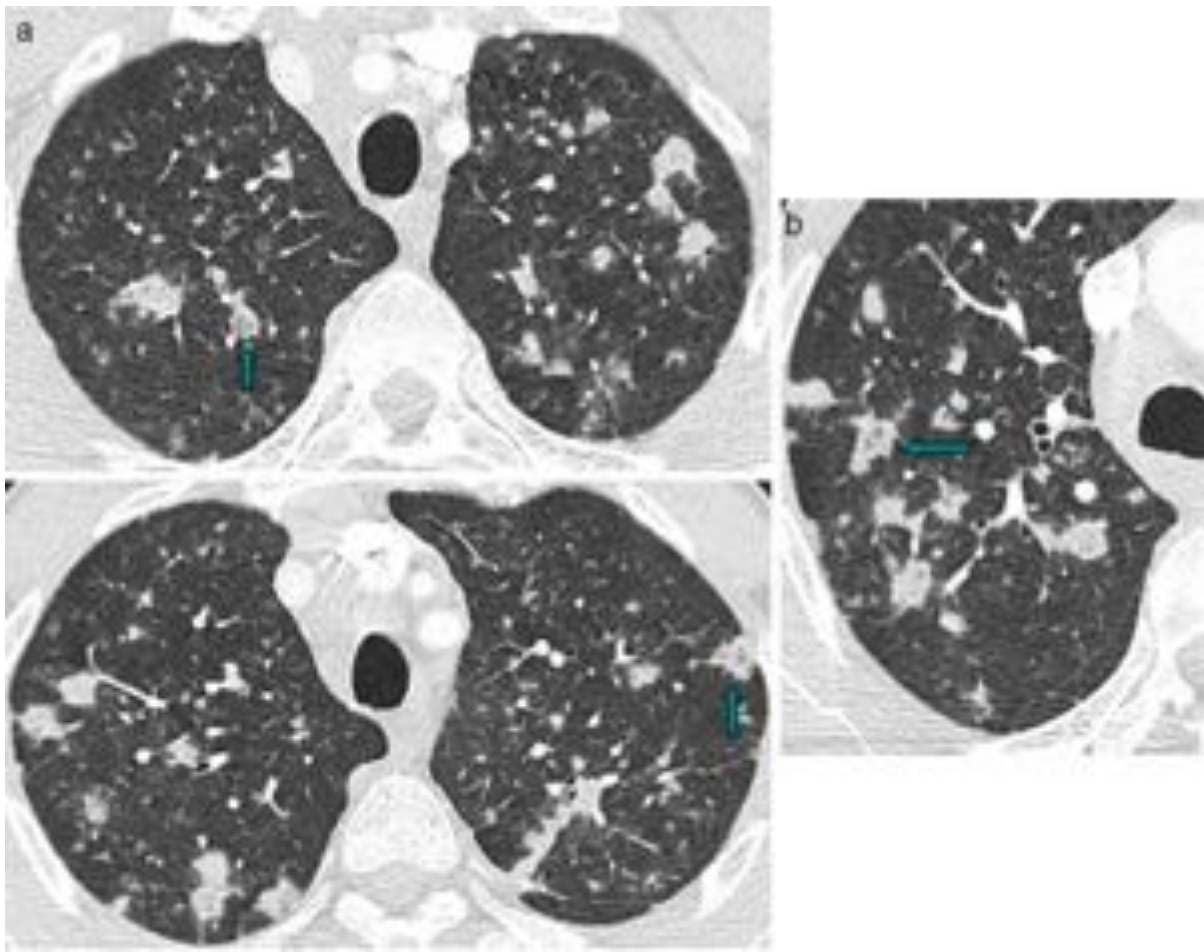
Tuberculosis con cultivo positivo en un paciente de 46 años. (a) La TC muestra adenopatías mediastínicas, nódulos centrolobulillares bilaterales, patrón micronodulillar en árbol en brote con SHI (flechas) de predominio en campos superiores. (b) Nótese el aspecto nodulillar del anillo en las lesiones con SHI que nos es útil para diferenciarla de la NOC.
